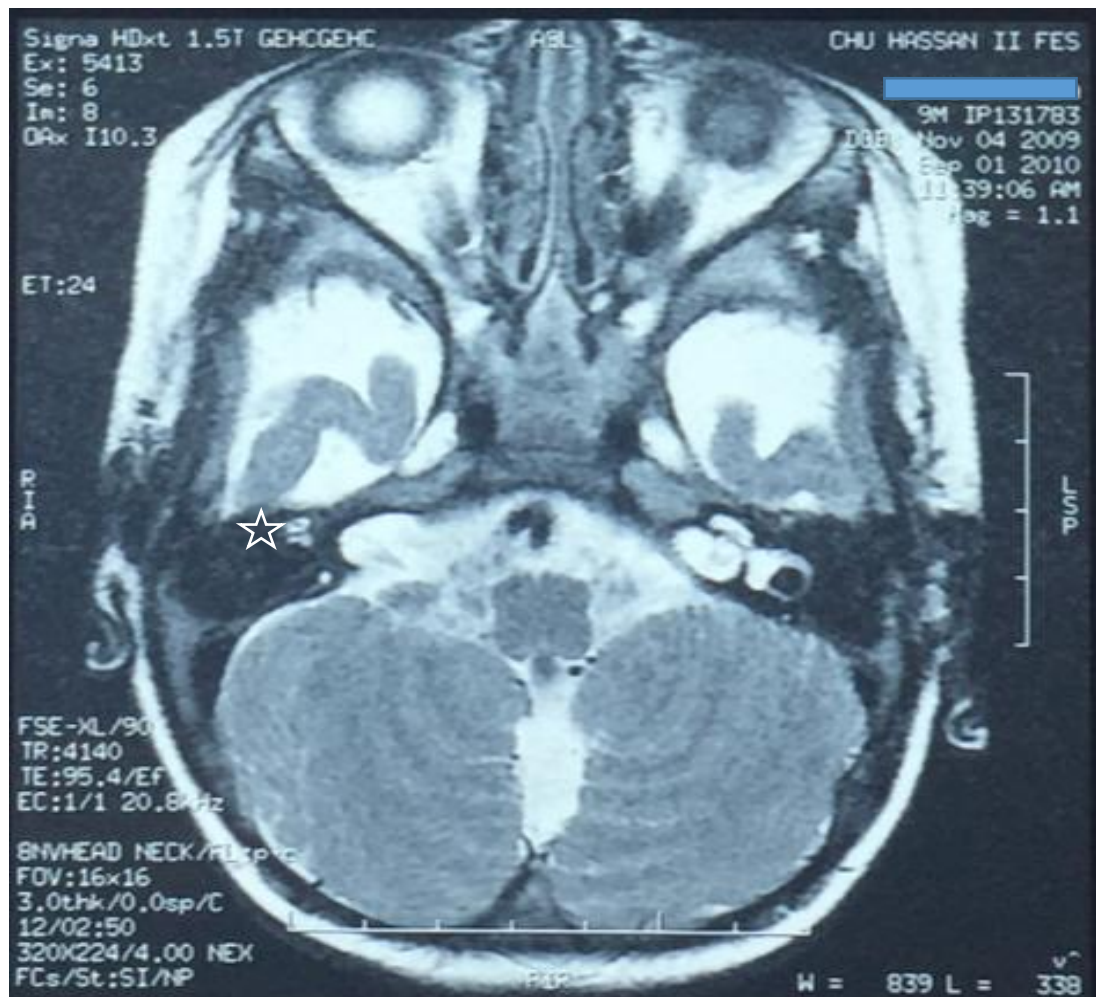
IRM en séquence T2 du patient numéro 24 montrant une absence du signal au niveau du canal semi-circulaire latéral droit témoignant d'une ossification de ce dernier(Asterix).
